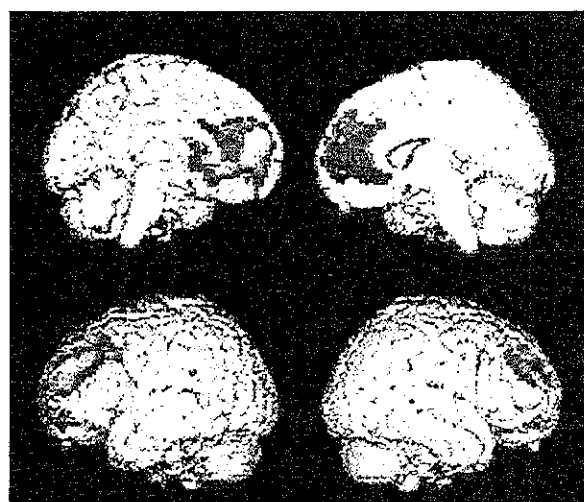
前部帯状回の FDOPA Ki value と FDG-PET の相関部位 ($Z>2.5$, corrected $p<0.05$)
